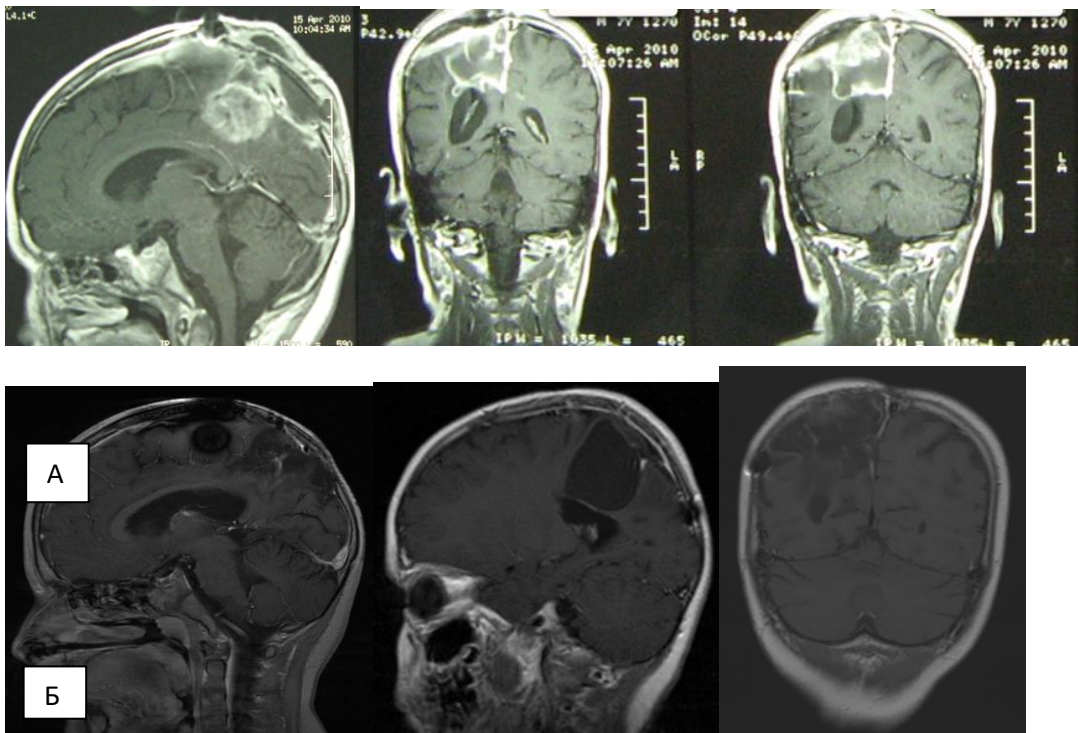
Б-ной К., 13 лет (и/б 3017-2009). А. МРТ с контрастом через 2 недели после операции (удаление АТРО правой теменной доли) – определяется интенсивное накопление контрастного вещества по периферии ложа удаленной опухоли. Б. МРТ с контрастом через 3 месяца после операции – зон накопления контраста не определяется – рецидива новообразования нет (артефакты от краниофиксов).
